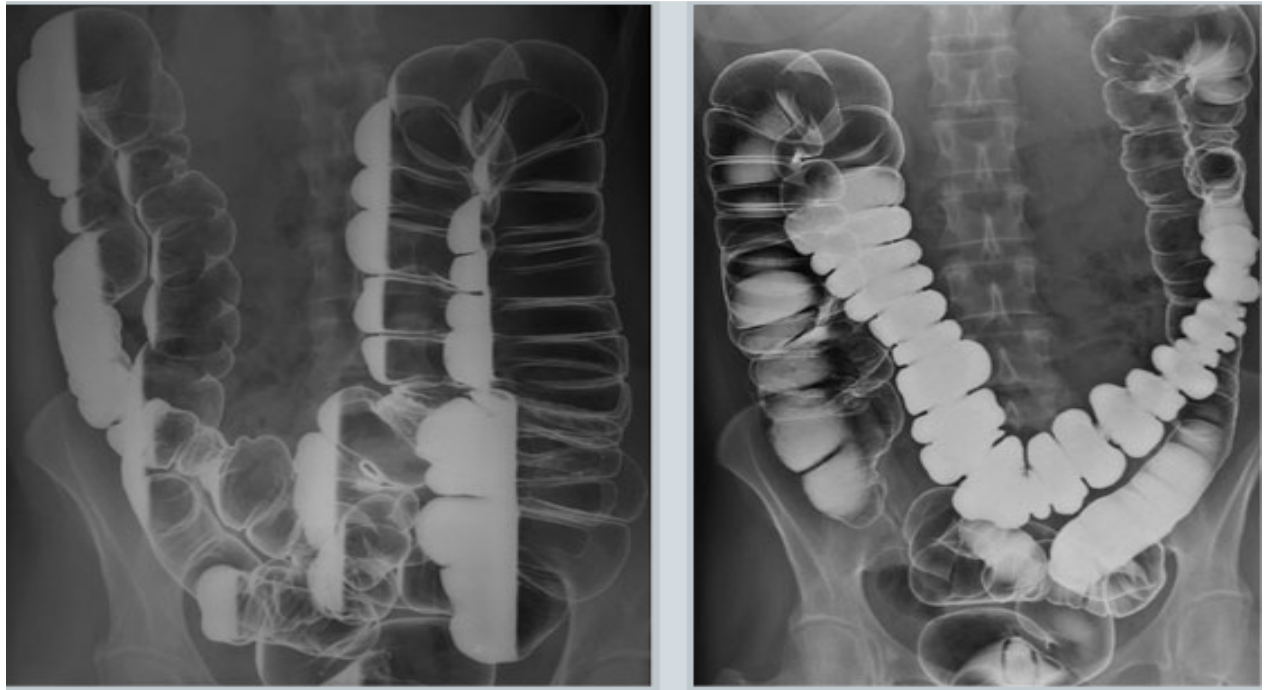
Des radiographies du gros intestin suite à un lavement baryté double contraste.
